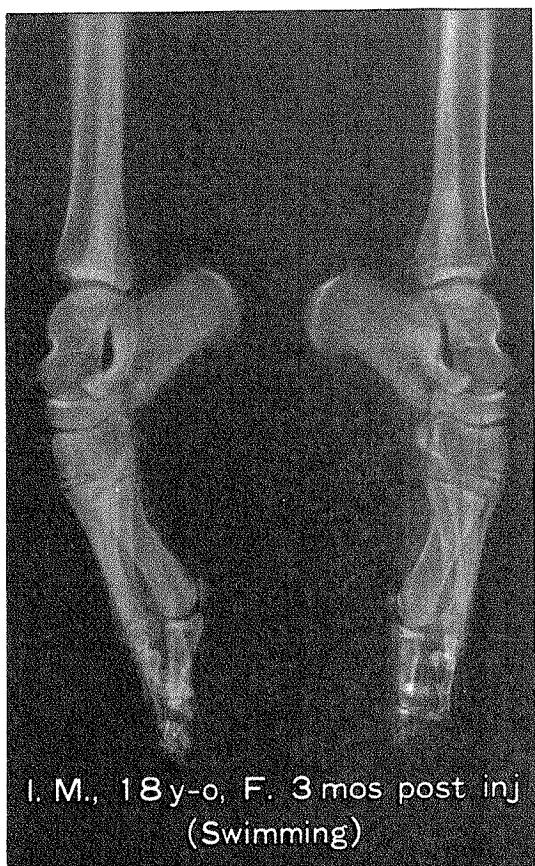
水泳、女子、JL 8 ポイント、左距骨（向って右）の後結節の骨折が認められる（最大底屈のX線側面線）
